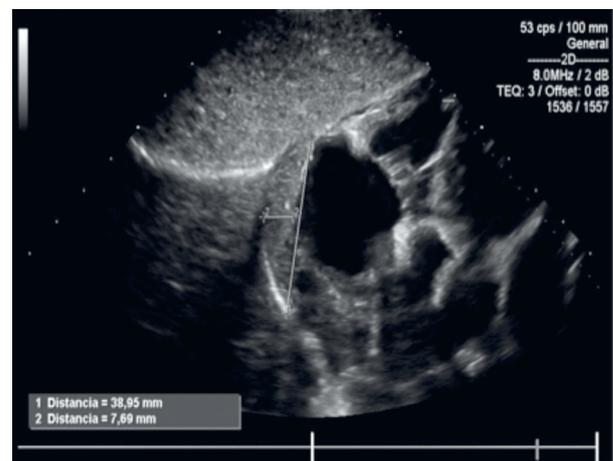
Ecocardiografía transtorácica: eje subcostal largo que muestra una masa de ecogenicidad homogénea, adyacente a la aurícula derecha, lenticular, de unos 30 x 8 mm, que no genera obstrucción hemodinámica.
